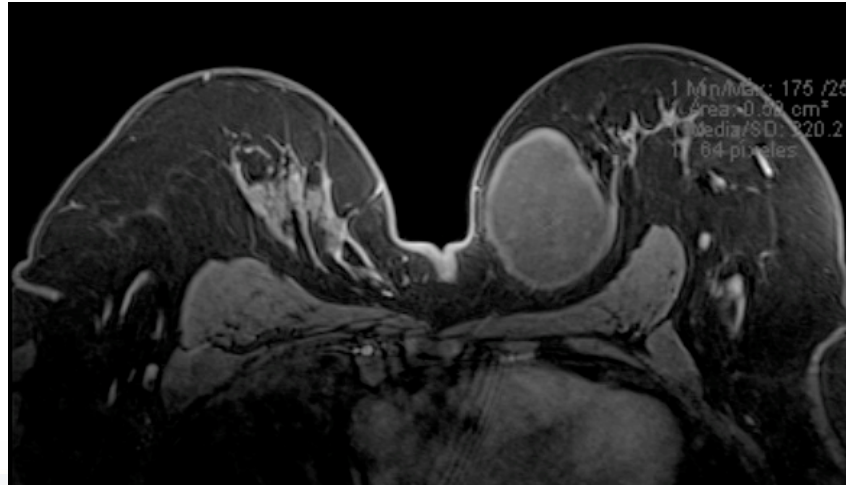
imagen de RM corte axial fase T1contrastada que muestra un realce anular de la masa localizada en la mama izquierda
